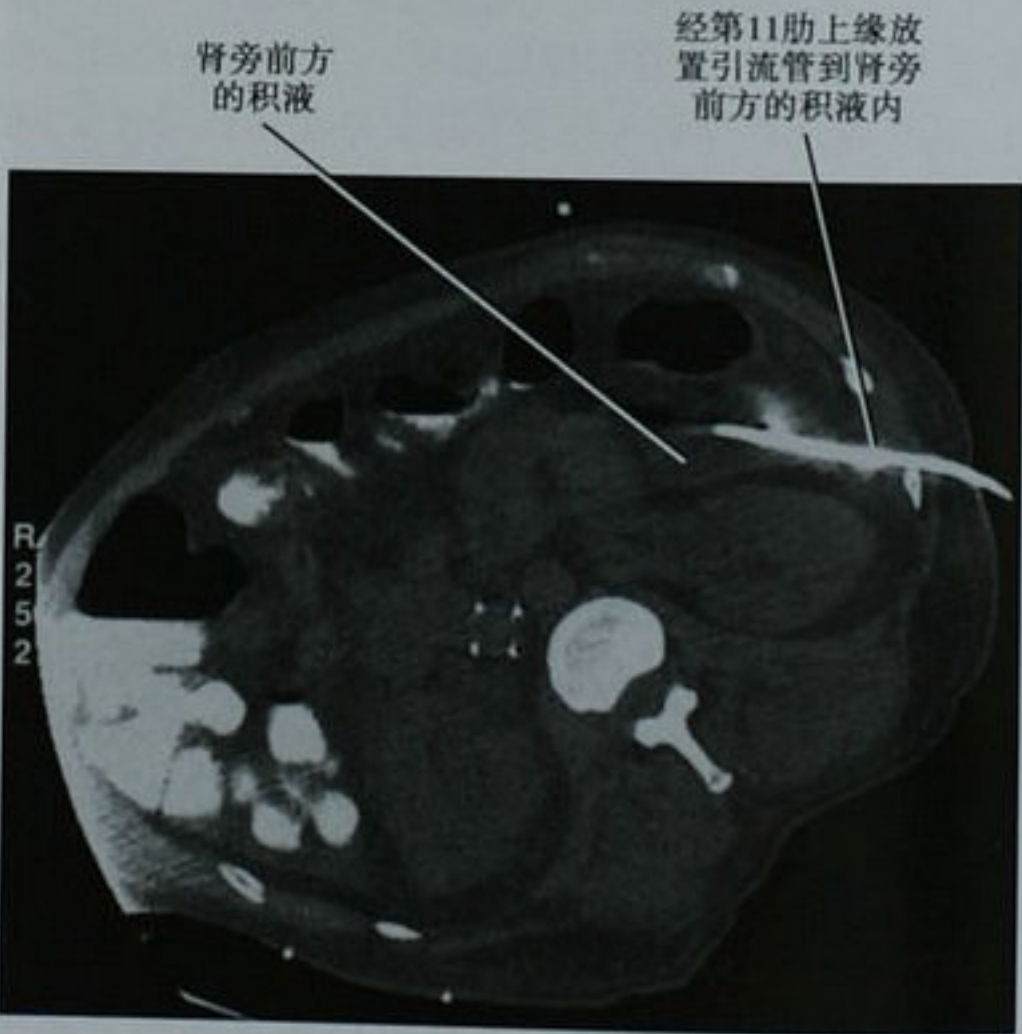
平扫 CT 横断面图像显示经后方腹膜外入路穿刺胰腺的积液
